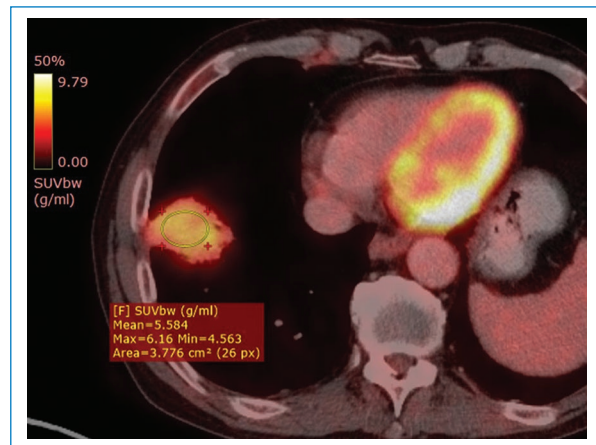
Estudio para estadificación en paciente oncológico mediante PET-TC con 18-fluorodesoxiglucosa. Se observa imagen previamente conocida con aumento en la captación de radiofármaco (SUV: 5,5) (ROI). Otros hallazgos hipermetabólicos fueron evidenciados a nivel orofaríngeo en relación con el proceso primario en estudio (no fotografiado).
